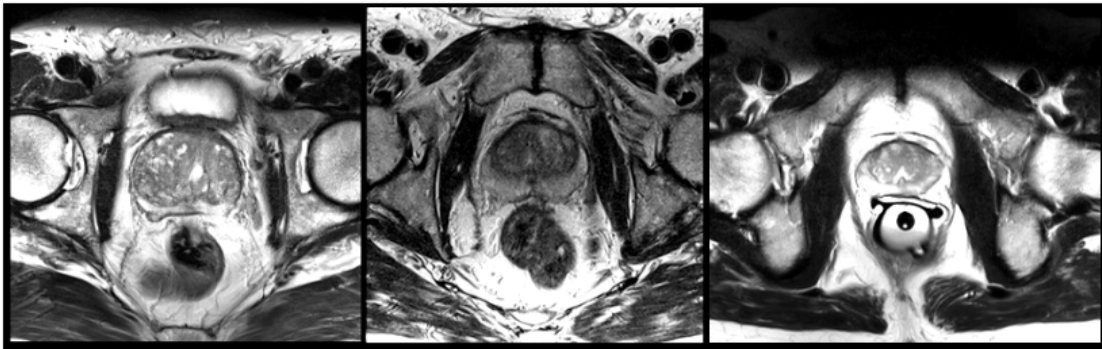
Slices from MRI volumes depicting prostate. This data is part of the PROMISE2012 challenge dataset [7].
